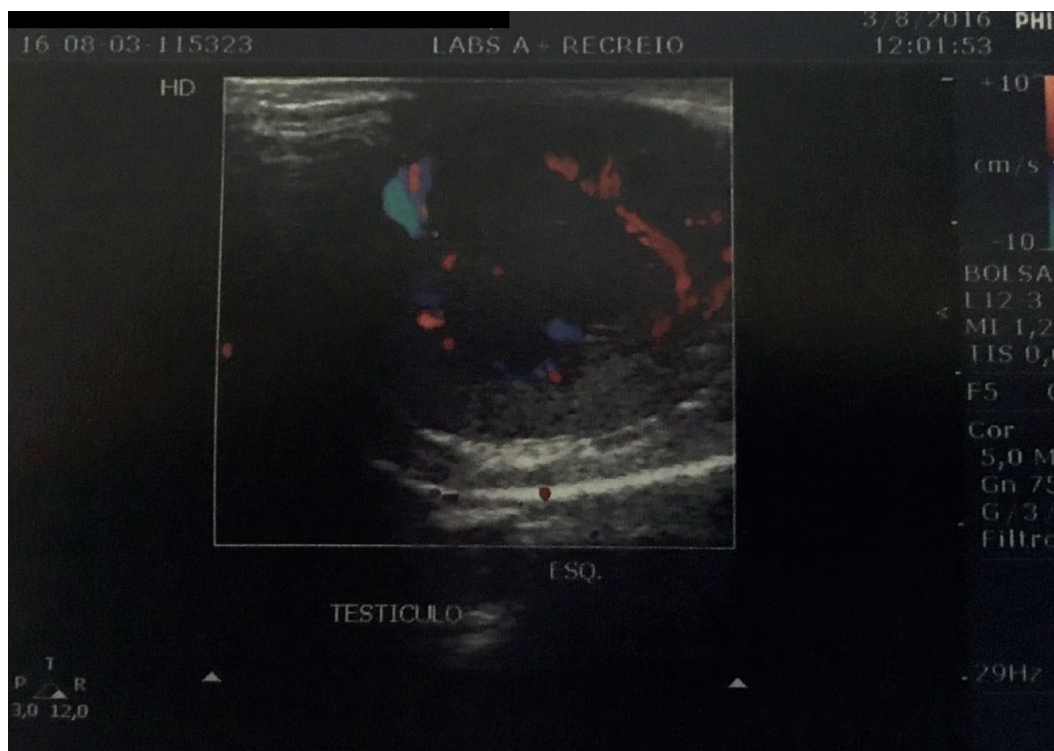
USG com Doppler evidenciando nódulo testicular sólido, com aumento da vascularização.
